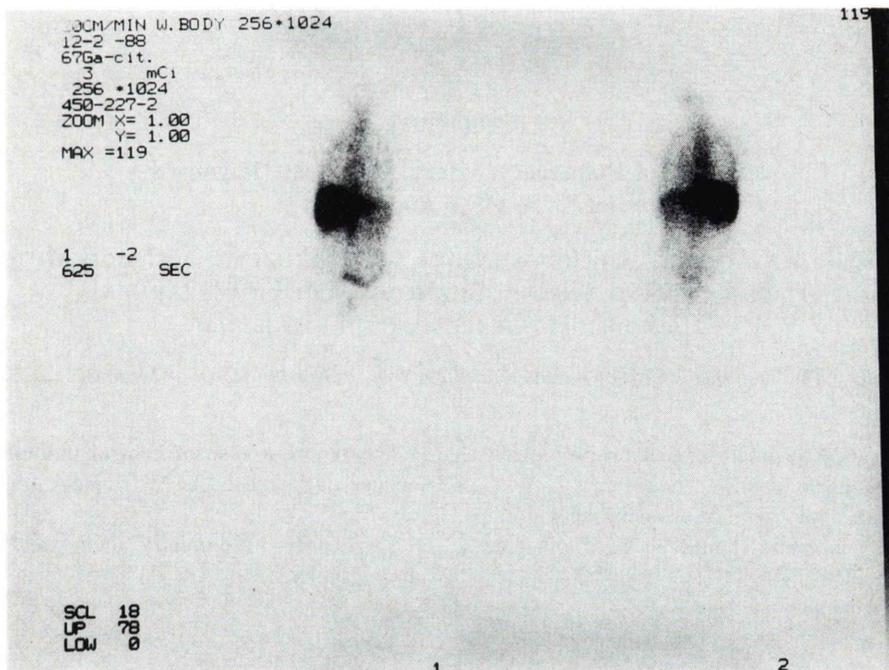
$^{67}\text{Ga}$ -citrate whole body scintigraphy demonstrates no tumor or inflammation sign.
